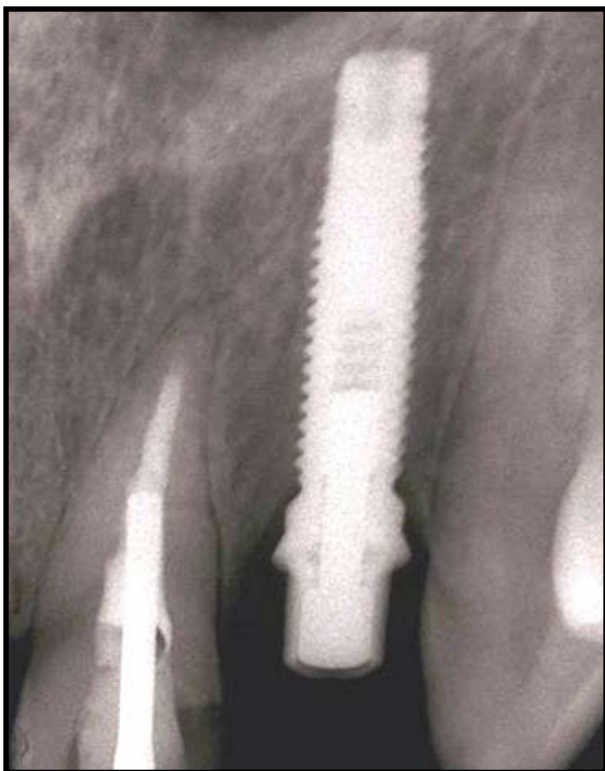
Radiografia periapical do caso (inicial), mostrando aspecto radiográfico adequado da interface osseointegrada, bem como do nível ósseo interproximal.
